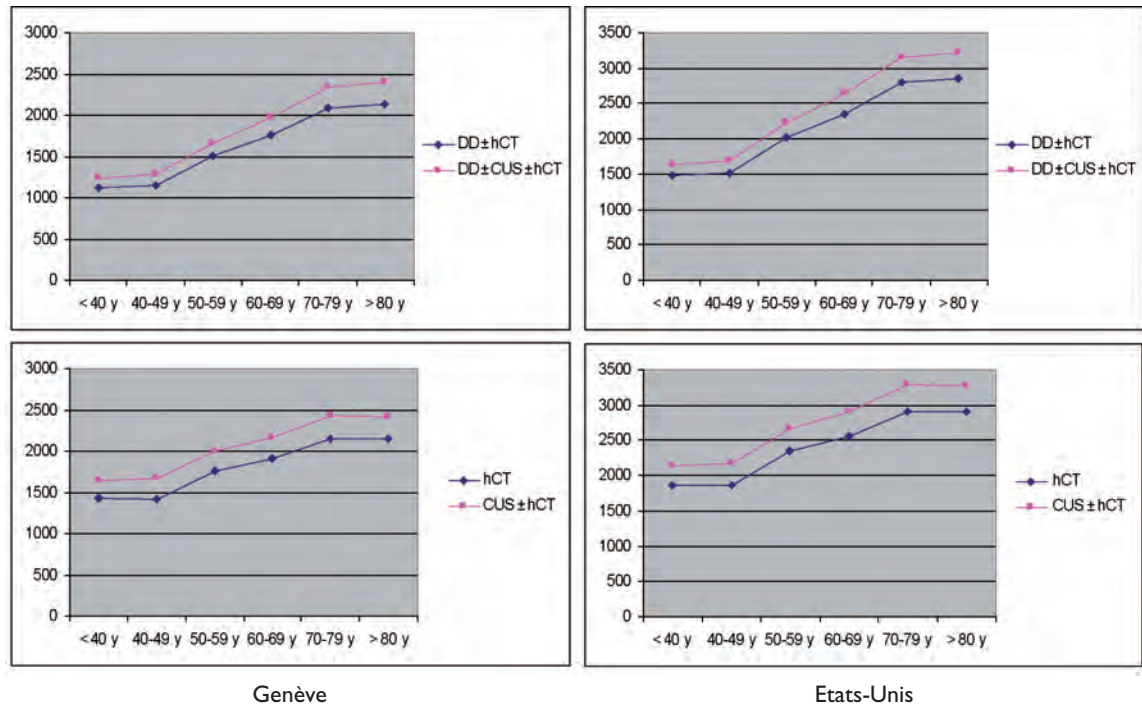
Analyse coût-efficacité de stratégies diagnostiques de l'embolie pulmonaire avec ou sans utilisation de l'échographie de compression veineuse des membres inférieurs
